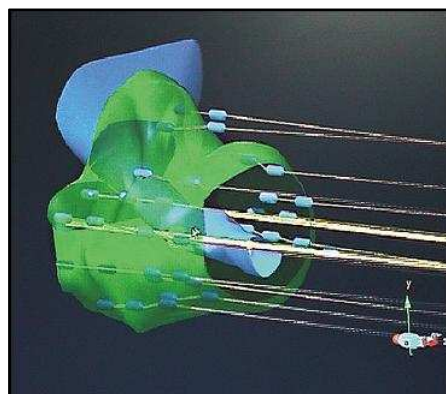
și 5. Tehnica interstițială sub control ecografic transtrectal (Hârza M, Dudu C, 2009).
